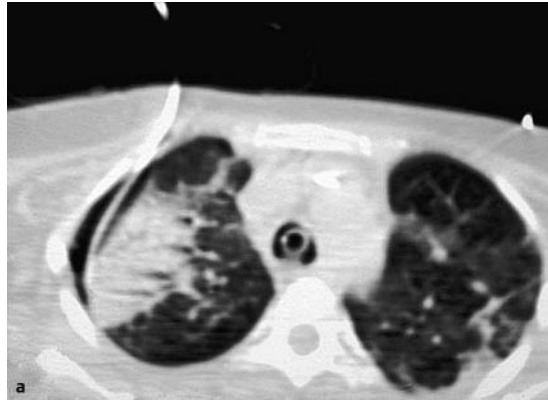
COPD-Patient mit Bronchopneumonie. CT-gesteuerte Drainage rechts apikal. a Durchleuchtungs-CT-Aufnahme während der bildgesteuerten Drainageanlage, aus Strahlenschutzgründen mit reduzierter Ortsauflösung. b Röntgenkontrollaufnahme nach interventioneller Drainageanlage.
